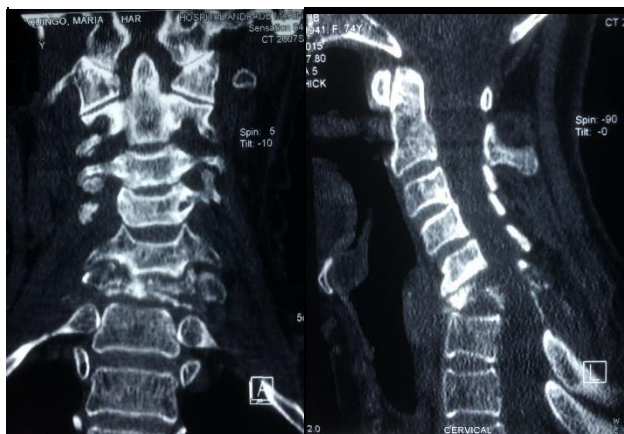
CORTE CORNAL Y SAGITAL DE TAC, SE OBSERVA APLASTAMIENTO IMPORTANTE DE C6 Y C7
